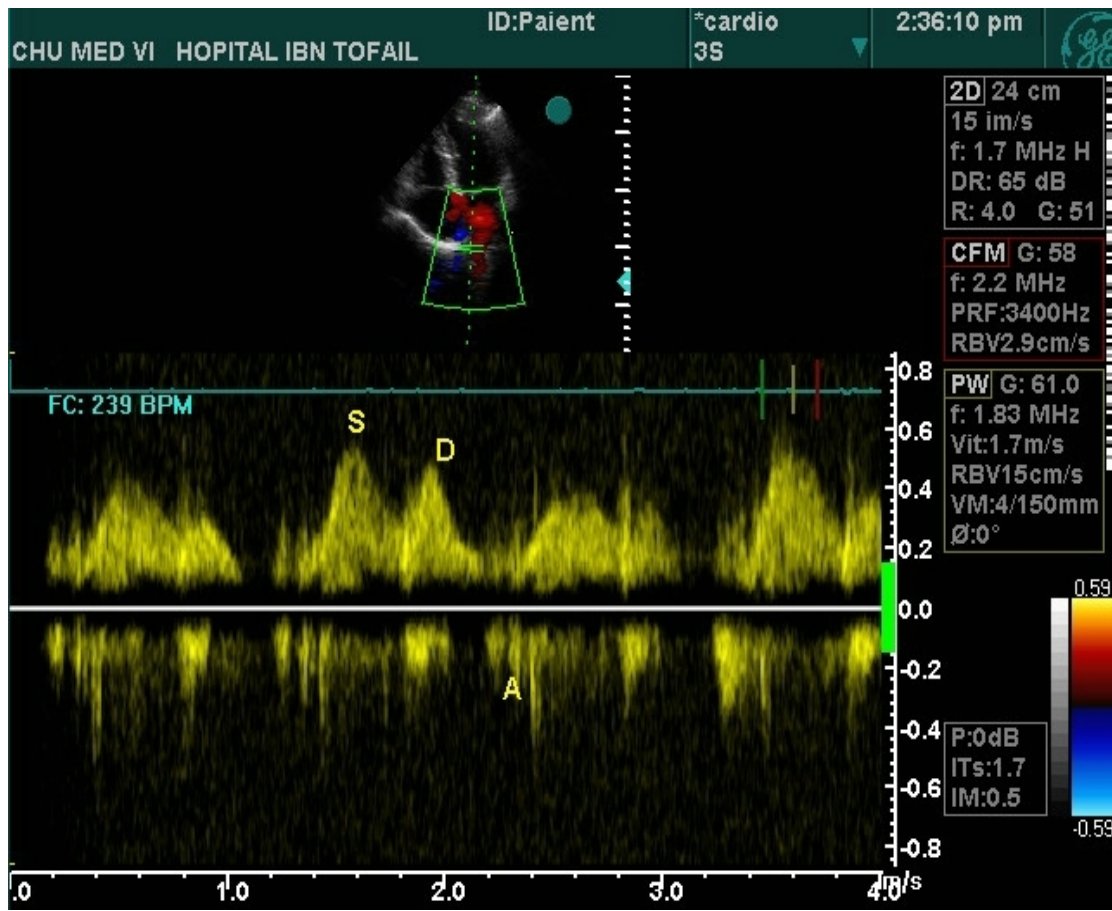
Mesure du FVP en doppler pulsé : S, D, A.
